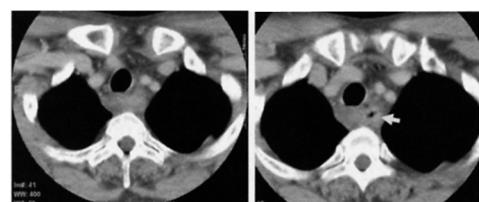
The chest CT scan before operation (case 1)
